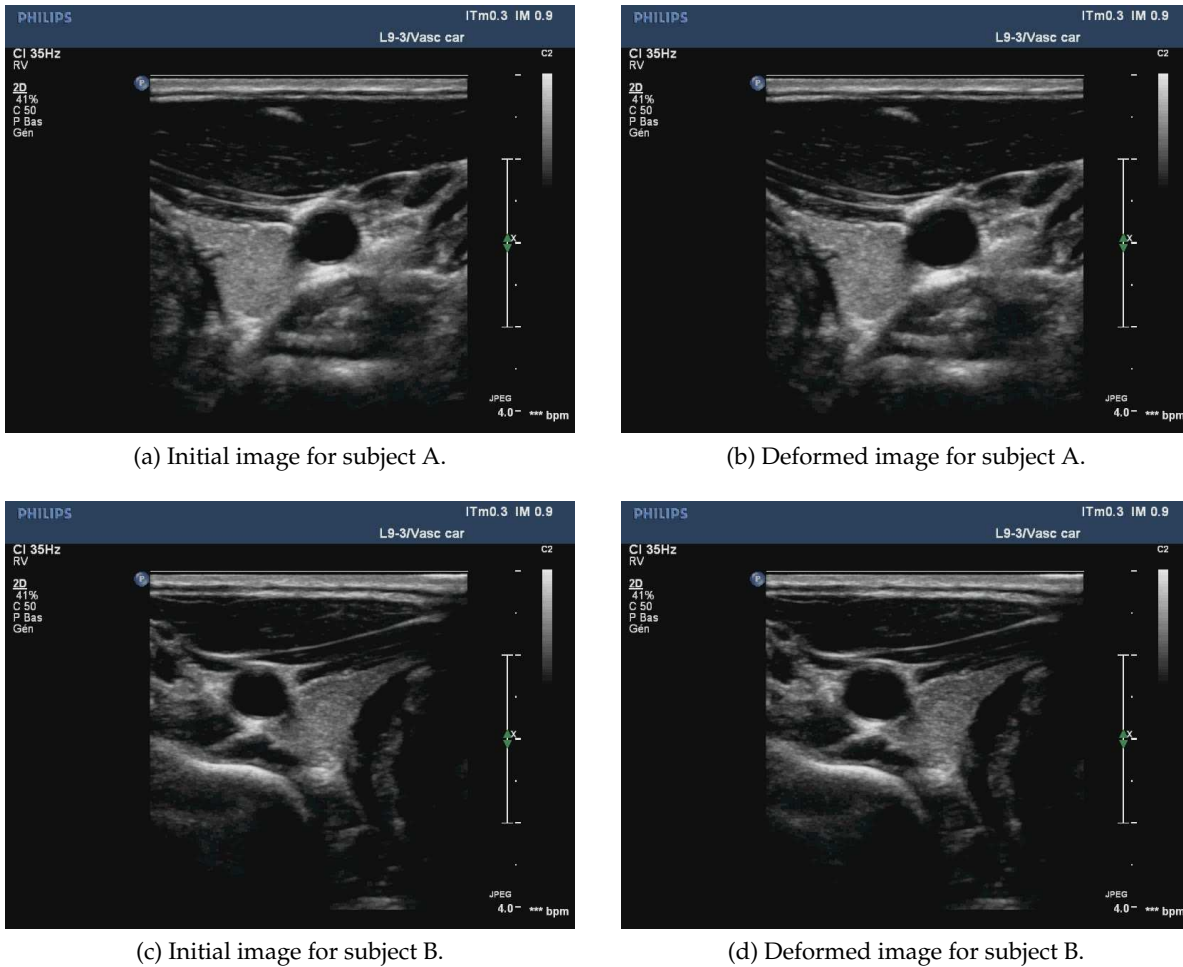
Ultrasounds image (echography) of the carotid arteries of both subjects. Initial (diastole) and deformed (systole) images were extracted manually from movies taken during three heart beats.
